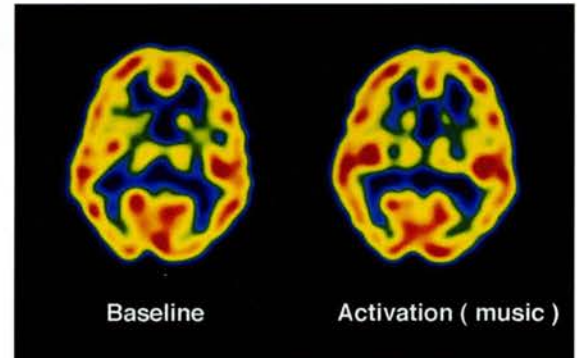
右耳からの聴覚刺激前(左)及び聴覚刺激後(右)の ^{99m}Tc -ECD SPECT像。聴覚刺激後には右側頭葉の一次聴覚野の血流の増加が認められる。
